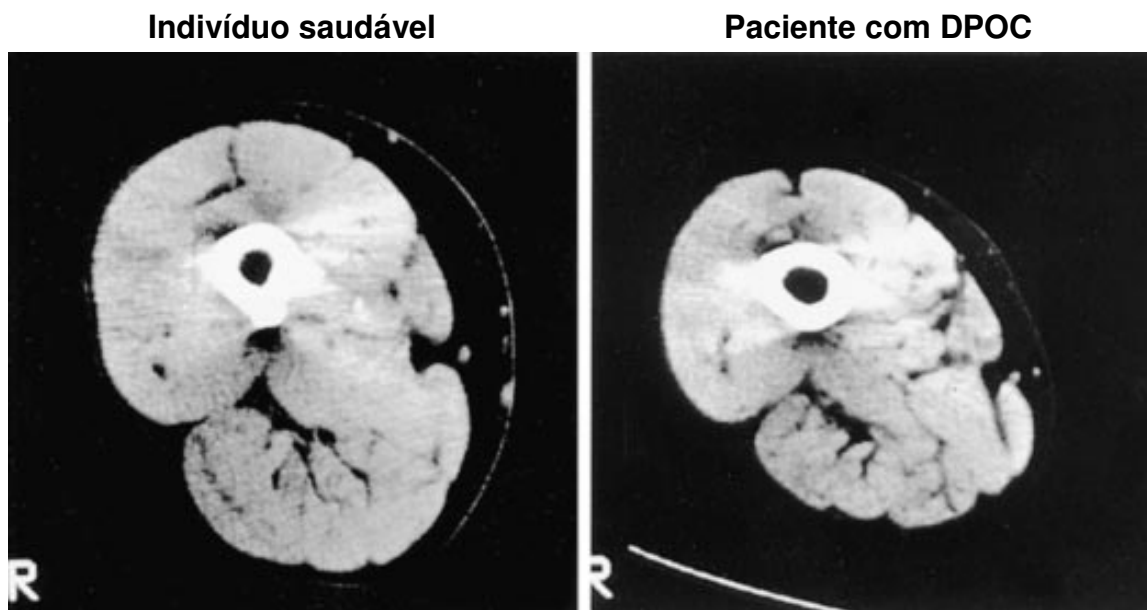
Tomografia computadorizada da área de secção transversa da coxa de um indivíduo saudável (painel esquerdo) e um paciente com DPOC (painel direito). Observamos que a área de secção transversa da coxa está consideravelmente reduzida no paciente com DPOC quando comparamos com o indivíduo saudável, no valor de $79,6\text{cm}^2$ de $118,5\text{cm}^2$, respectivamente. Extraído de Bernard, *et al.*, 1998.
